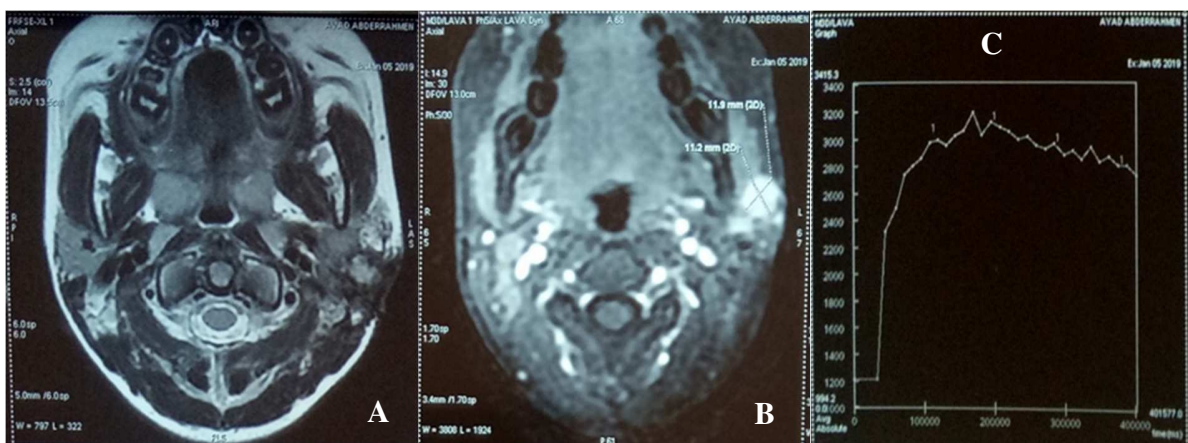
IRM d'un carcinome mucoépidermoïde de la glande parotide gauche (garçon de 12 ans).
